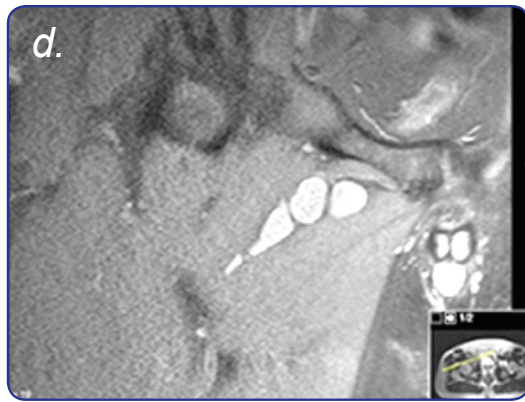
a) Pequeña lesión quística entre el aductor mediano y el músculo pectíneo que parece tener relación con estructuras filiformes hiperintensas de irradiación hacia la articulación coxofemoral derecha y que parecen corresponder con estructuras vasculares. b) y c) Hallazgos compatibles con bursitis ileopectínea o ganglión/quiste sinovial que ha aumentado de tamaño respecto a la RM anterior. d), e) y f) Diferentes cortes de la última RM. Se observa comunicación del quiste sinovial con la articulación coxofemoral derecha.
